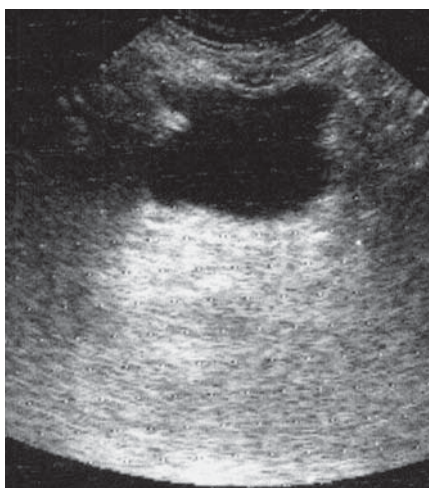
Ecografie. Vezica urinară cu dimensiuni reduse, contur deformat.
